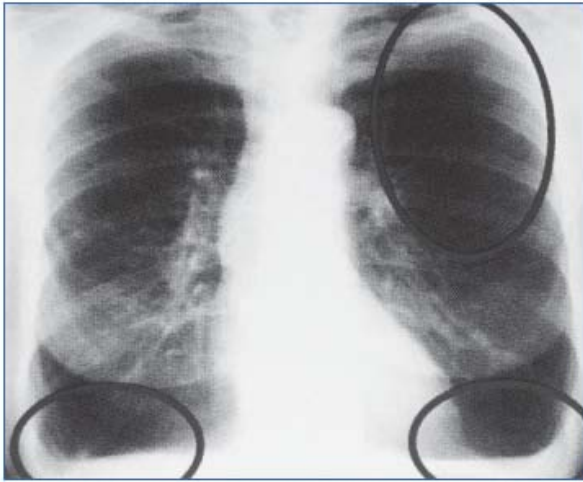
Рентгенограмма пациента с тяжелой эмфиземой
